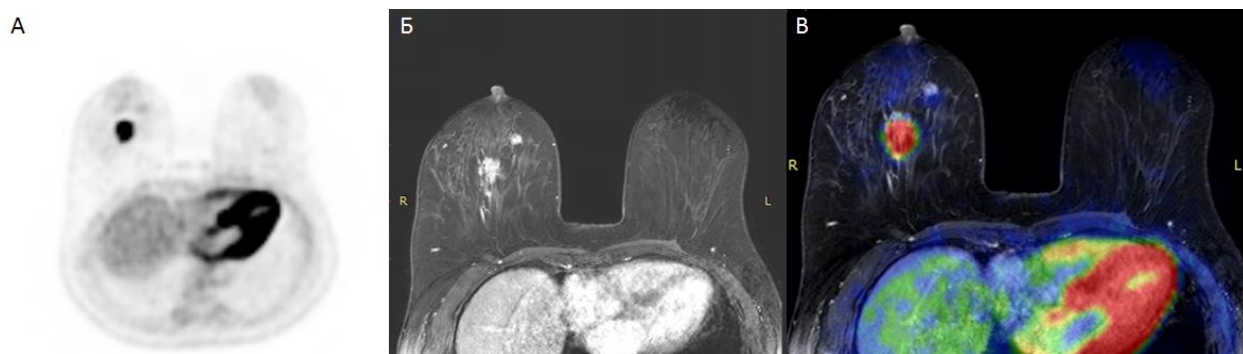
Гиперметаболическая опухоль правой молочной железы. А) ПЭТ с ¹⁸F-ФДГ с коррекцией аттенюации на базе МР-изображения, аксиальная реконструкция. Б) Т1-ВИ с контрастным усилением, аксиальная реконструкция. В) Совмещенное изображение ПЭТ/МРТ, аксиальная реконструкция. Клиническое наблюдение автора.
